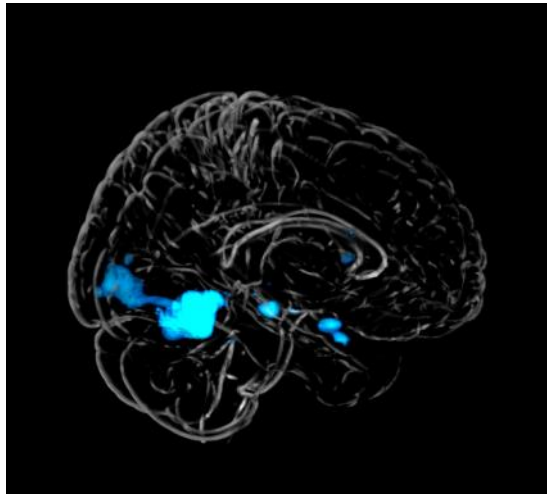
脳波による深部推定と MRI の結果で一致した部位とそのタイミング
